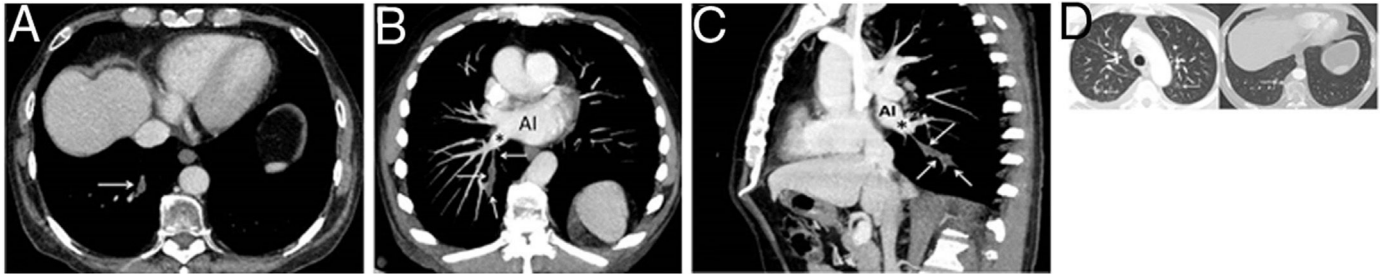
A) Imagen axial de la TC de tórax en la que se observa una opacidad tubular en el segmento posterobasal del lóbulo inferior derecho que corresponde a un defecto de repleción expansivo en la vena pulmonar de dicho segmento (flecha). B y C) Reconstrucciones coronal oblicua (B) y sagital (C) de la TC de tórax (imágenes de proyección de intensidad máxima) en las que se identifica mejor la continuidad de la vena trombosa (flecha), con la vena pulmonar inferior derecha (asterisco) y la aurícula izquierda (AI). D) Imágenes axiales de la TC de tórax (ventana de parénquima pulmonar a nivel del cayado aórtico y de las bases) en las que se observan pequeñas opacidades parenquimatosas bilaterales (flechas).
